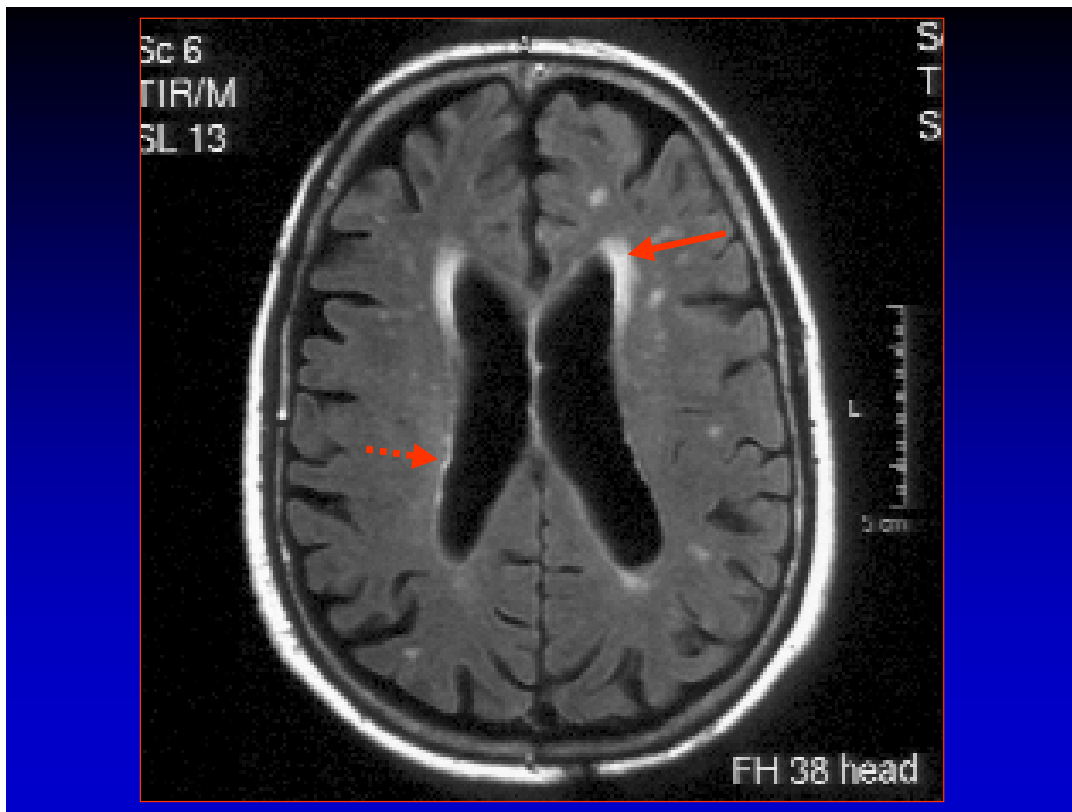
Resonancia magnética en secuencia FLAIR de un paciente hipertenso de 76 años sin deterioro cognitivo, en la que se pueden observar “gorros” hiperintensos (flecha continua) en las astas frontales, y bandas lineales (flechas discontinuas) en la pared de los ventrículos laterales.
